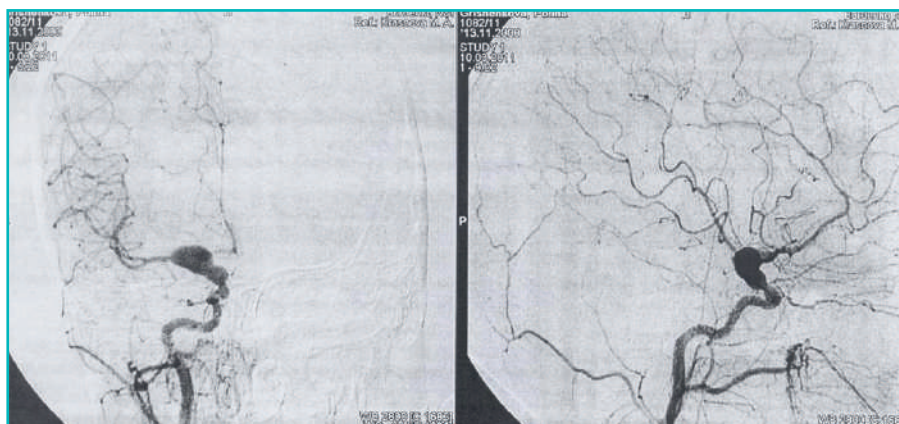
Ангиография сосудов головного мозга: фузиформная аневризма супраклиноидального сегмента внутренней сонной артерии справа [данные получены авторами] / Angiography of cerebral vessels: fusiform aneurysm of the supraclinoid segment of the internal carotid artery on the right [data obtained by the authors]
